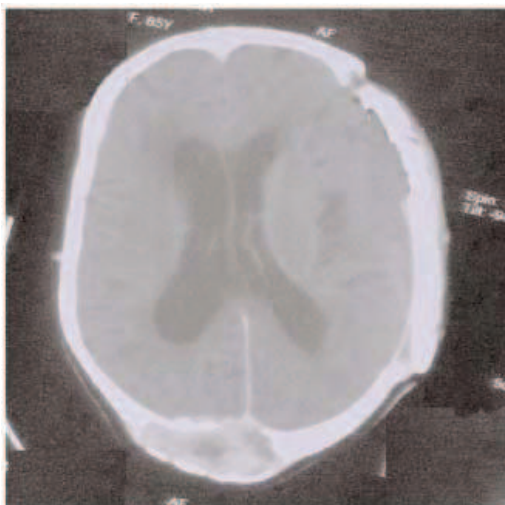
TDM cérébrale de contrôle
